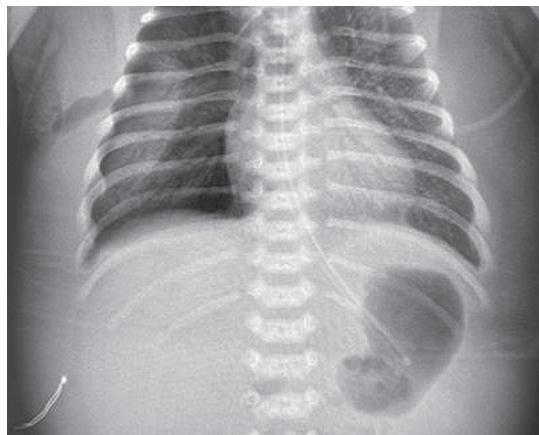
Chest X-ray of newborn on the sixth day of life
